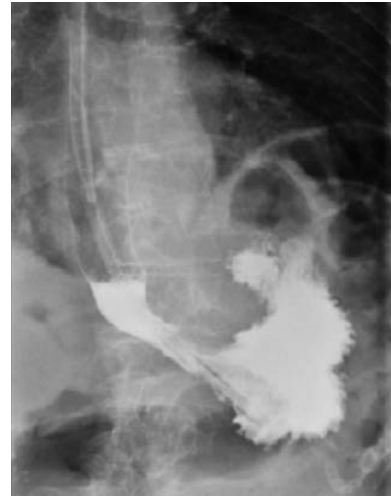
Radiografía esofagogastroduodenal con contraste hidrosoluble vía oral, que evidencia stop a nivel del cuerpo gástrico sin pasaje de contraste a duodeno.
